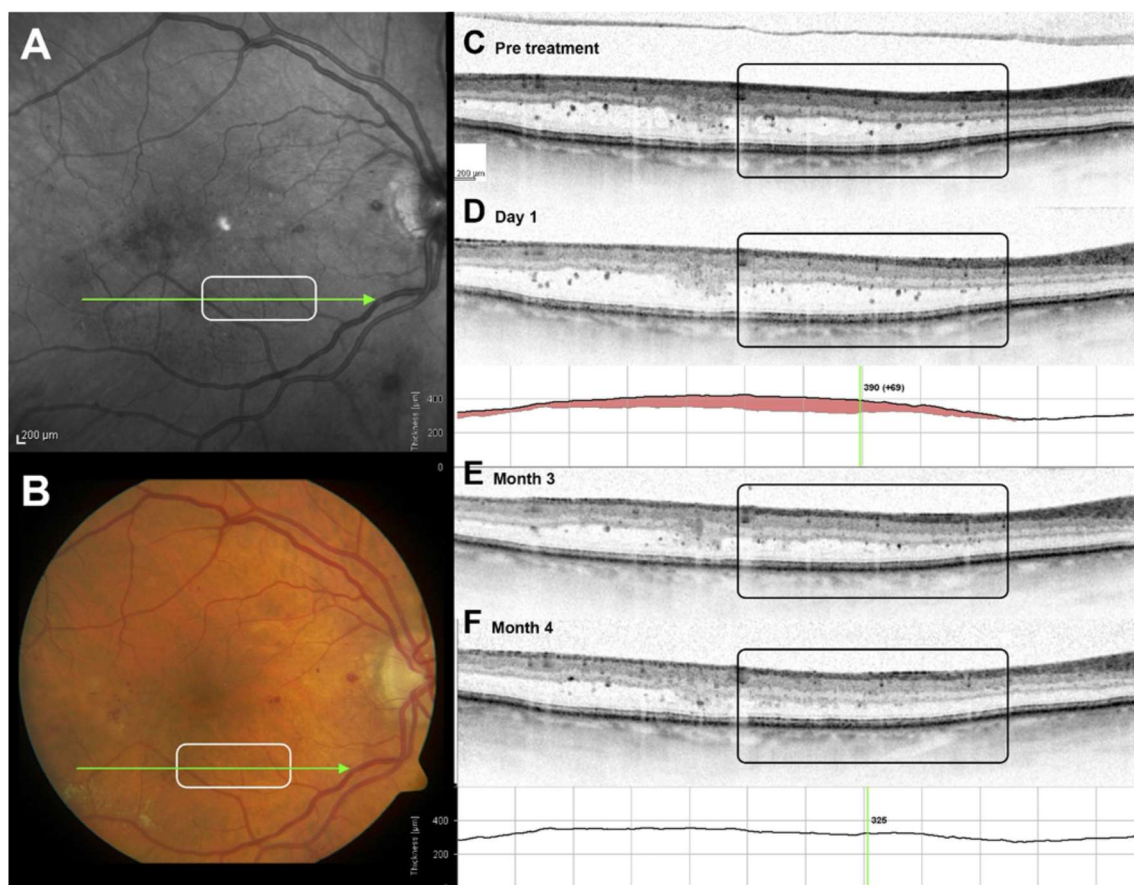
A reabsorção dos HF ao longo de 4 meses pós fotocoagulação laser. (HF - Pontos hiperrefletivos) – (retirado de Deák, G. G. et al. *Effect of Retinal Photocoagulation on Intraretinal Lipid Exudates in Diabetic Macular Edema Documented by Optical Coherence Tomography*. *Ophthalmology* 117, 773–779 (2010).)
